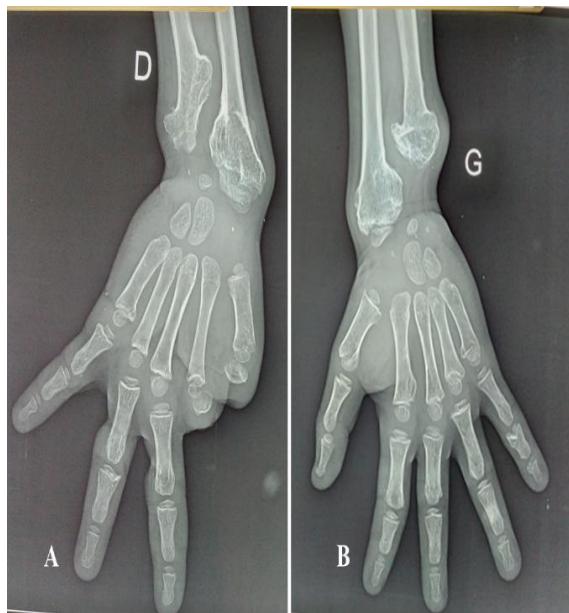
(A et B) : Radiographie standard des mains en incidence de face illustrant une enchondromatose multiple métaphysaire distale ulnaire et radiale bilatérale responsable d'une soufflure et une déformation osseuse prédominant à droite associée à une agénésie des phalanges du 1^{er} et du 2^{ème} rayons de la main droite.
